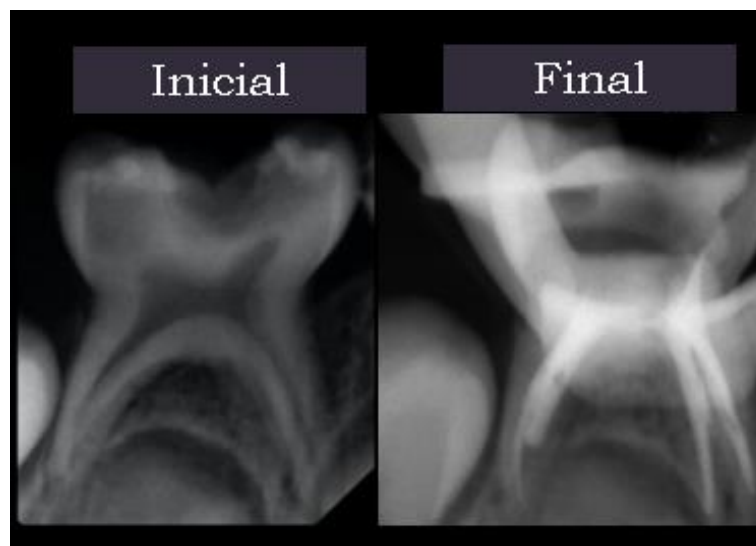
Radiografía inicial y final del tratamiento de pulpectomía en órgano dental 85 con sistema rotatorio ProTaper Next, se observan conductos obturados a la longitud establecida.
